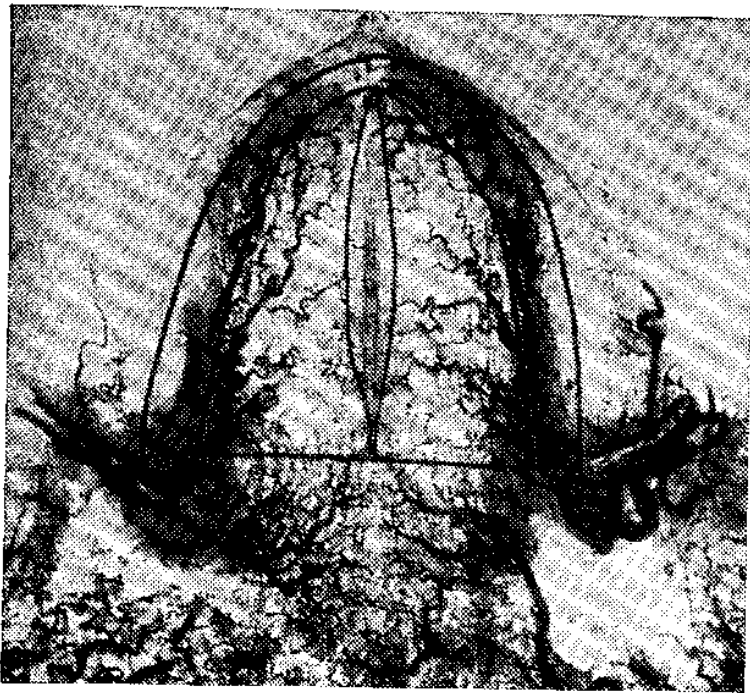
Рентгенограмма сосудов твердого неба, заполненных контрастной массой (по В. С. Золотко).
